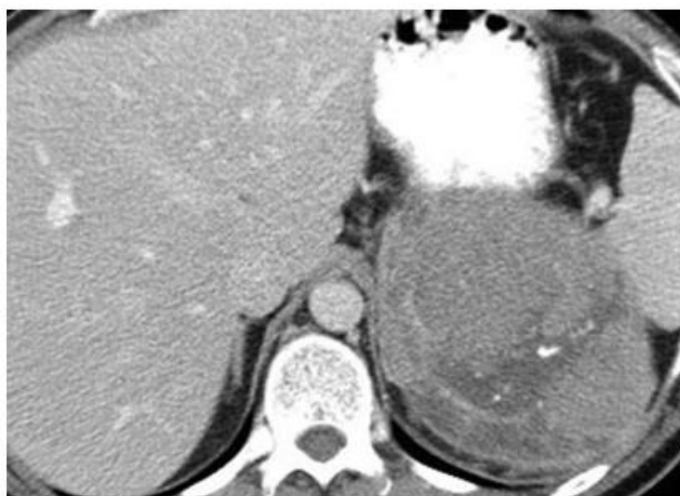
TAC sin contraste que muestra carcinoma adrenal izquierdo de 14cm, siendo una masa heterogénea y con calcificaciones.
